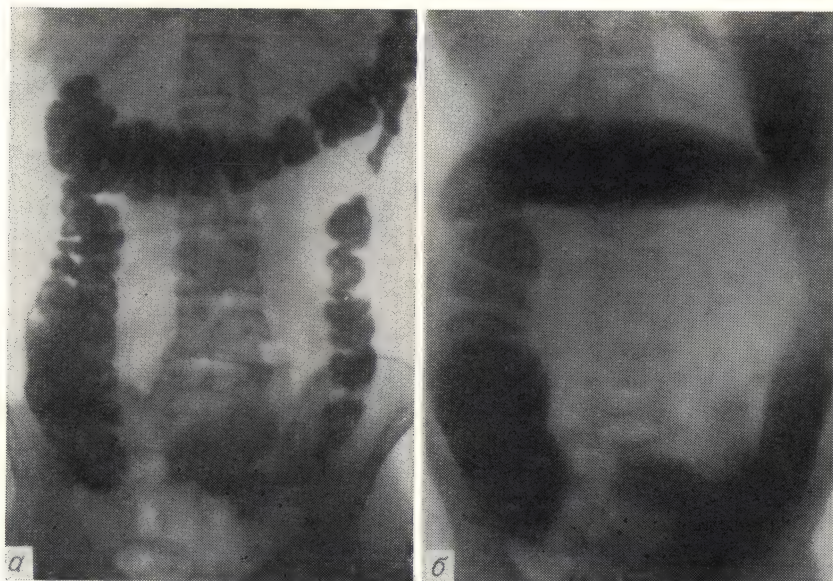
Толстая кишка (рентгенограмма).
